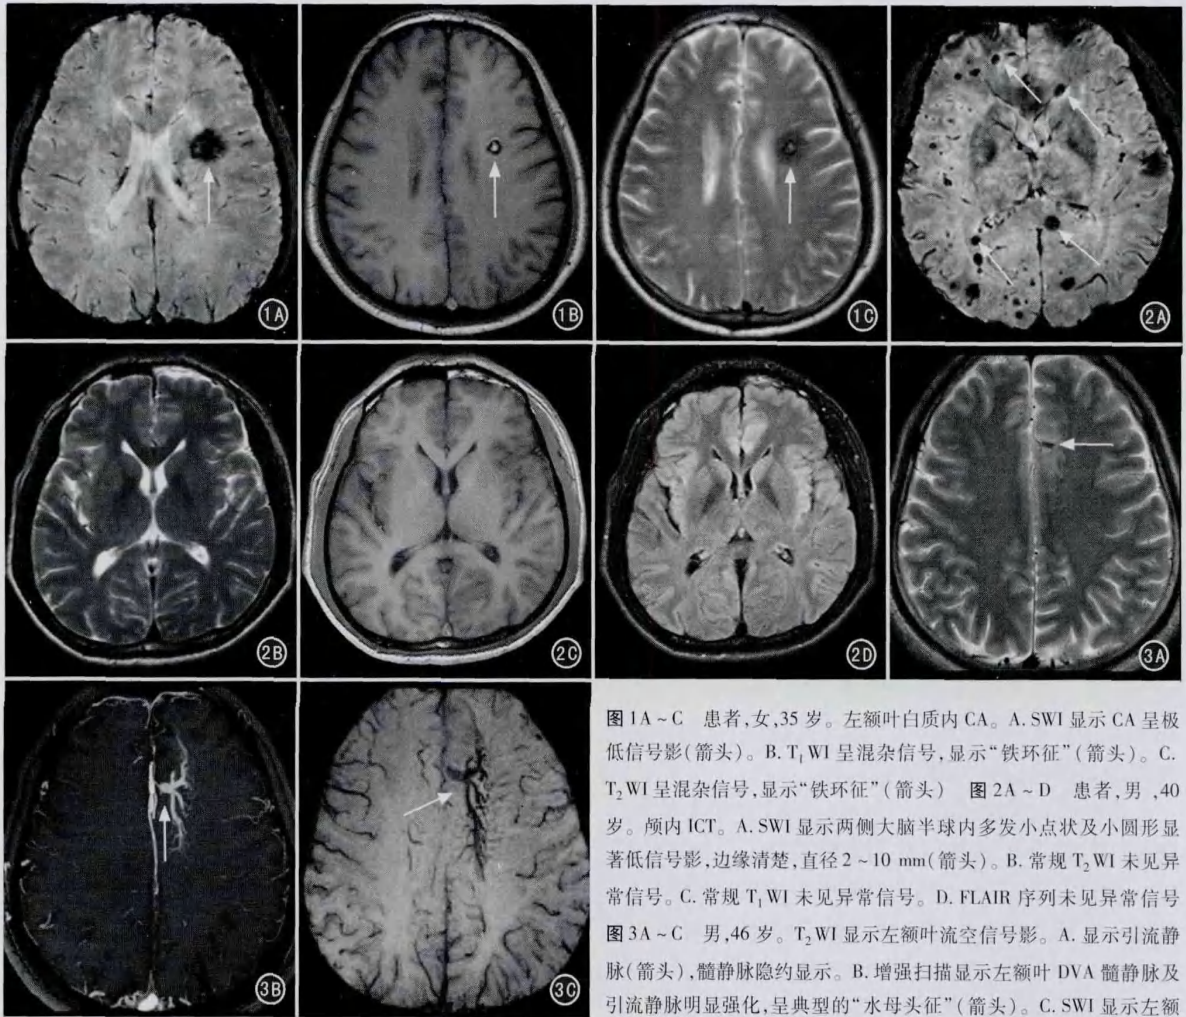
~C 患者,女,35 岁。左额叶白质内 CA。A. SWI 显示 CA 呈极低信号影(箭头)。B. T₁WI 呈混杂信号,显示“铁环征”(箭头)。C. T₂WI 呈混杂信号,显示“铁环征”(箭头) 图 2A~D 患者,男,40 岁。颅内 ICT。A. SWI 显示两侧大脑半球内多发小点状及小圆形显著低信号影,边缘清楚,直径 2~10 mm(箭头)。B. 常规 T₂WI 未见异常信号。C. 常规 T₁WI 未见异常信号。D. FLAIR 序列未见异常信号 图 3A~C 男,46 岁。T₂WI 显示左额叶流空信号影。A. 显示引流静脉(箭头),髓静脉隐约显示。B. 增强扫描显示左额叶 DVA 髓静脉及引流静脉明显强化,呈典型的“水母头征”(箭头)。C. SWI 显示左额
